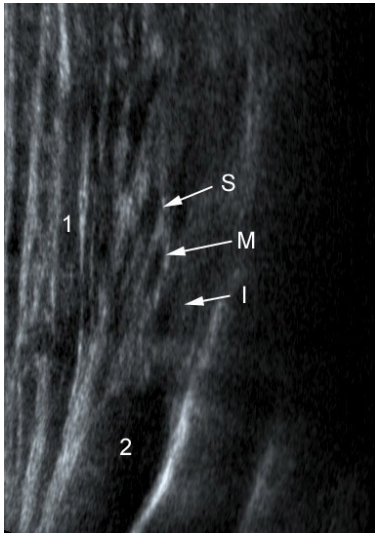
jonction triangle des scalènes et espace costoclaviculaire. Coupe échographique sagittale des troncs montrant le tronc supérieur (S), moyen (M) et inférieur (I). Notez le muscle scalène antérieur (1) et l'artère sub-clavière (2).
